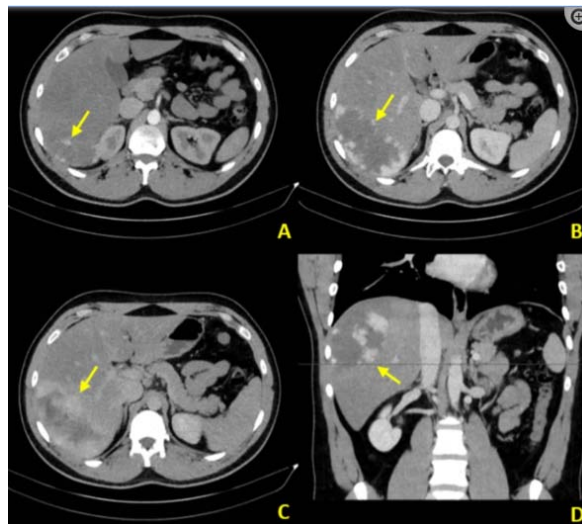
Images tomographiques à contraste amélioré en triple phase d'un hémangiome :L'image tomographique axiale de la phase artérielle tardive chez le même patient montre un rehaussement nodulaire périphérique discontinu (flèche) – classique pour les hémangiomes caverneux hépatiques. B. L'image tomographique axiale de la phase veineuse porte sur une coupe supérieure démontre plus clairement le motif de rehaussement (flèche). C. L'image tomographique axiale en phase veineuse montre un remplissage centripète lent (flèche). D. Image CT coronale en phase veineuse porte fournie pour démontrer l'emplacement de l'hémangiome (flèche)
